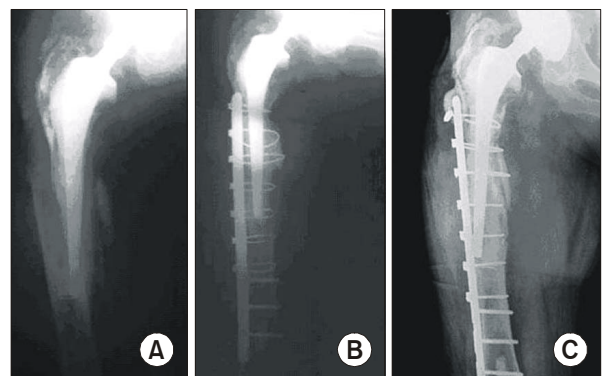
A 43-year-old male patient had a periprosthetic femoral fracture as a result of slip down. (A) The preoperative radiograph shows type B3 periprosthetic femoral fracture with severe proximal bone loss. (B) Postoperative radiograph at the second week shows that the fracture is reduced and fixed with a plate (supplementary fixation and additional allograft) but does not show a fully restored bone stock. (C) Postoperative radiograph at 26 months shows a varus shift the stem.
